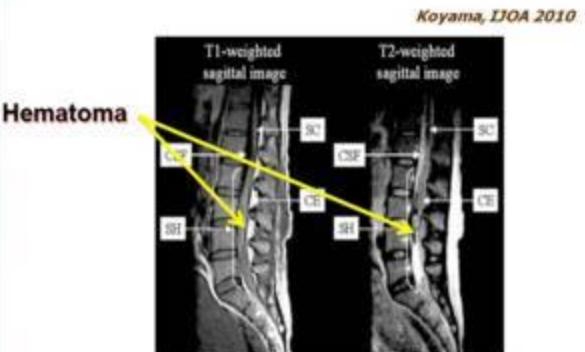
MRI on postoperative day 2 showing spinal subarachnoid hematoma. Both T1 and T2 weighted sagittal images of the spine reveal a mass of heterogeneous signal intensity consistent with subarachnoid hematoma ventral to the spinal cord spreading from L2 to S1. This subarachnoid hematoma compressed the cauda equina. (SE: subarachnoid hematoma; SC: spinal cord; CSF: cerebro-spinal fluid; CE: cauda equina.)
